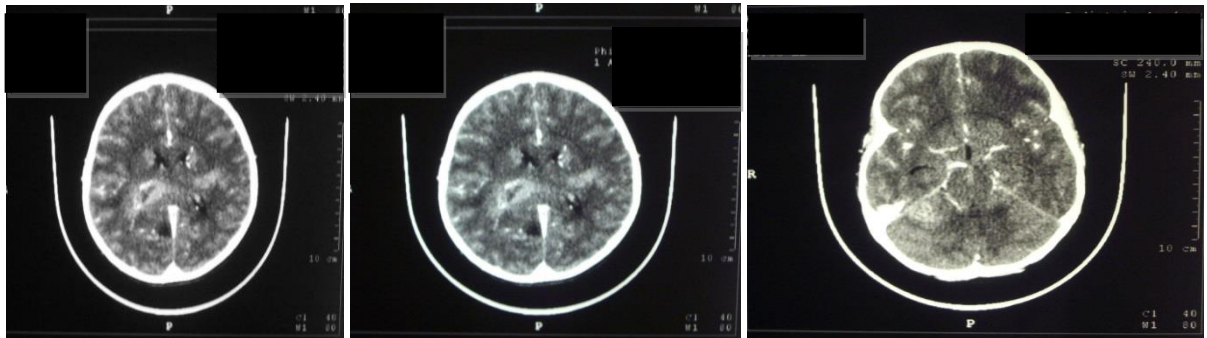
Компьютерная томограмма головного мозга с внутривенным контрастированием (ультравист-300) пациента К., 12 лет. В обоих полушариях большого мозга и в правом полушарии мозжечка выявлены участки накопления контраста. Наибольший участок прилежит к задним отделам правого бокового желудочка
